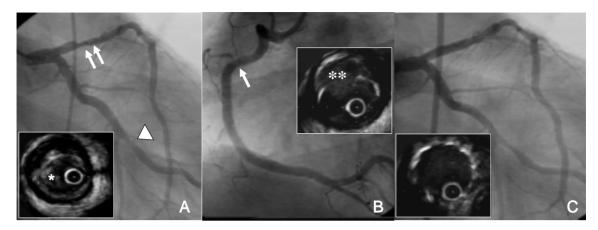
Coronary angiogram (CAG). A, C: antero-posterior caudal projection. B: left anterior projection. The diagnostic CAG showed significant stenosis (arrows) with intracoronary thrombus (asterisk) in view of intravascular ultrasound (IVUS) on proximal left anterior descending coronary artery (LAD), moderate stenosis (arrow head) on middle left circumflex coronary artery (A) and hazziness (arrow) with plaque rupture (asterisks) in view of IVUS on right coronary artery (B). After percutaneous coronary intervention (Core stent, 35×18 mm) on proximal LAD, we got the good patency with well stent expansion on IVUS (C).
